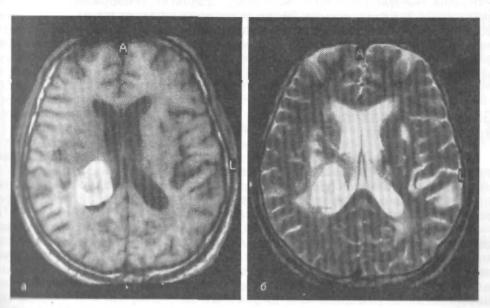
Кровоизлияние в правое полушарие у больного с повторными, ранее перенесенными ишемическими инсультами в обоих полушариях (МРТ).
